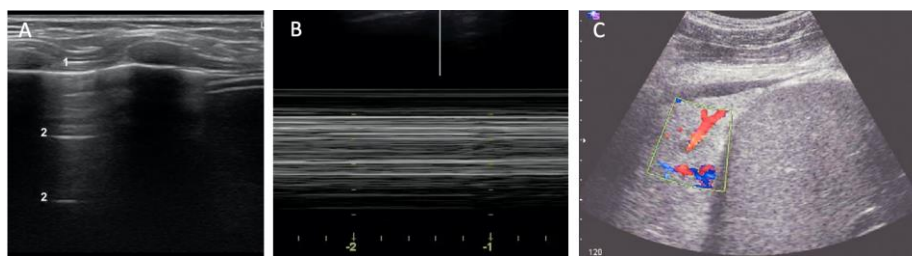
Modos de exploración. A: Modo B. El nº1 corresponde a la línea pleural, el nº2 corresponde a las líneas A en un pulmón normal (véase más adelante); B: Imagen ecográfica en Modo M de un paciente con neumotórax (véase más adelante); C: Doppler Color. Se observa una vascularización aumentada en una consolidación pulmonar. Tomado de: A y B: Domínguez *et al.* (1). C: Wrightson y Fysh. (14).
